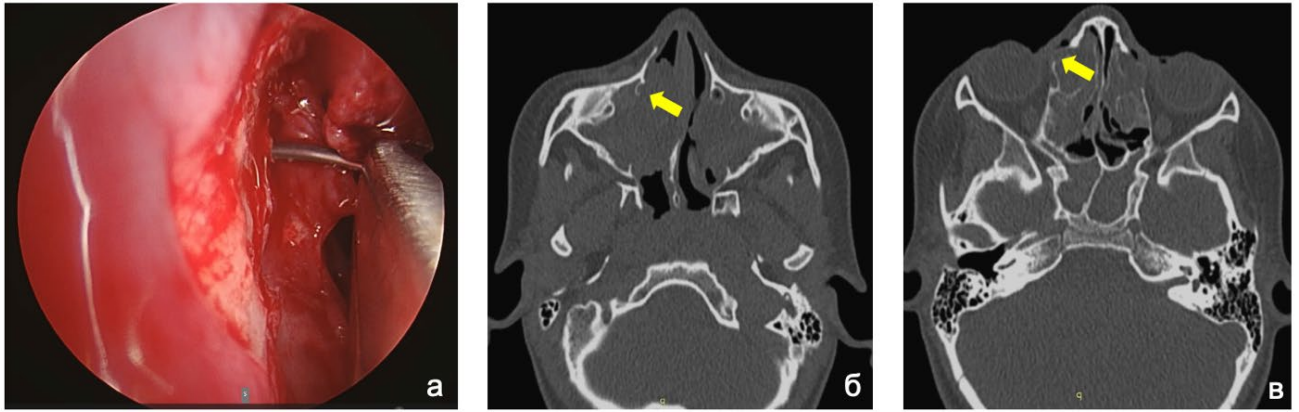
(а) Интраоперационная эндоскопическая картина зондирования слезных путей при формировании дакриоцисториностомы у ребенка с МВ 6 лет (правая половина носа, эндоскоп 30°); КТ-картина (аксиальная проекция) (б) деструкции слезных путей справа (указано желтой стрелкой) и (в) компрессии слезного мешка и деструкции его костного ложа справа за счет полипозно-гнойного поражения передних клеток решетчатого лабиринта (указано желтой стрелкой) у этого же пациента
